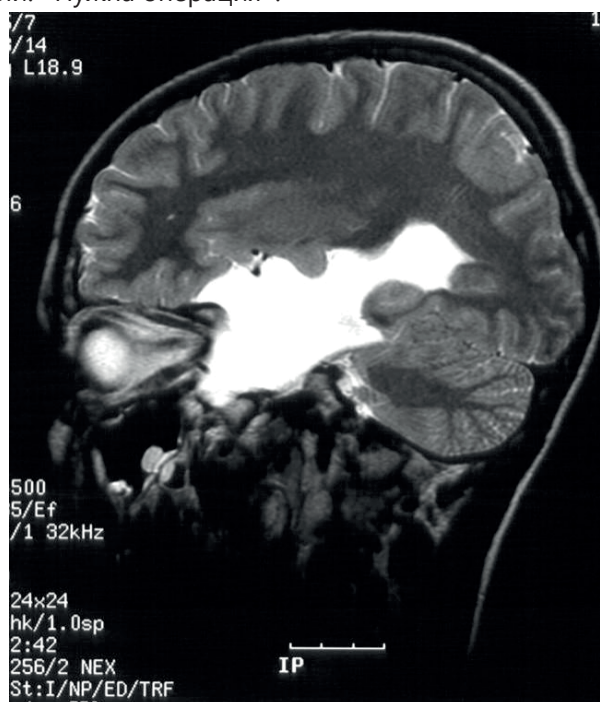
Клинически асимптомная арахноидальная киста в области височной доли слева. МРТ: режим Flair
